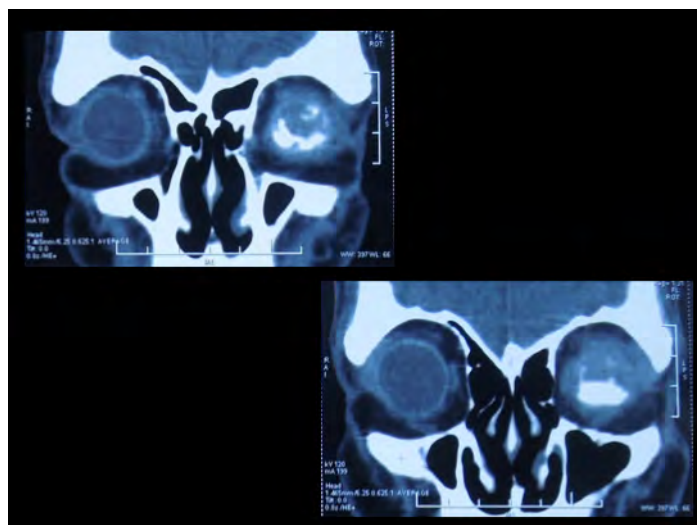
Tomografía axial computarizada de órbitas, corte coronal.
